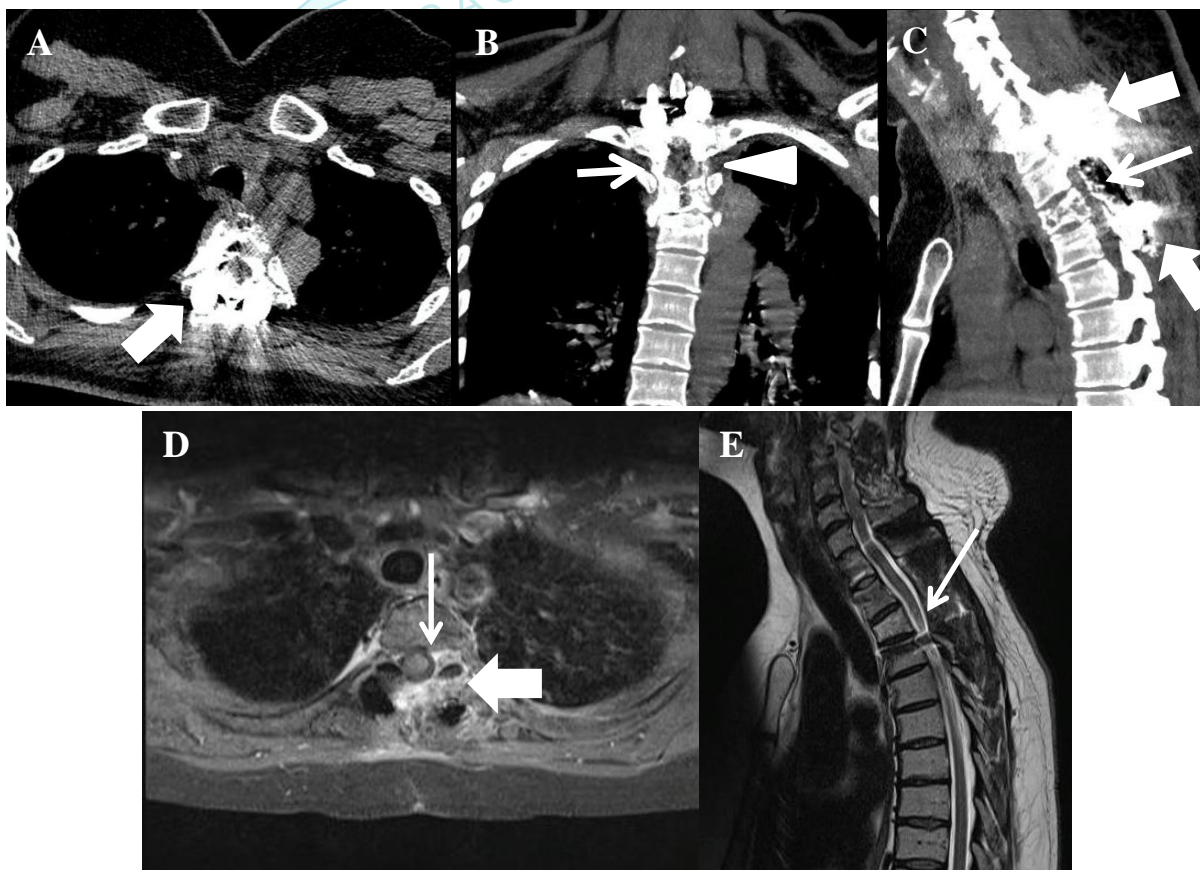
TAC de columna torácica sin contraste posoperatoria en corte axial (A), corte coronal (B), corte sagital (A) donde se evidencia laminectomía T2 y T3 (flecha delgada), con sistema de fijación posterior T1-T2 y T4 bilateral (flecha gruesa), con lecho sin aparente tumor (cabeza de flecha). RMN de columna torácica contrastada en corte axial (D), corte sagital en secuencia T2 (E) donde se evidencia resección total de la lesión con signos de cicatrización en región paravertebral izquierda (flecha gruesa), pero con adecuada descompresión de la médula espinal (flecha delgada).
